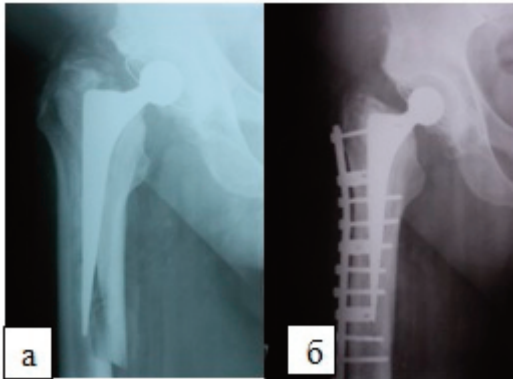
Фотокопія рентгенограм хворого Ми-к І.П. 53 роки, іст. хв. №83378
